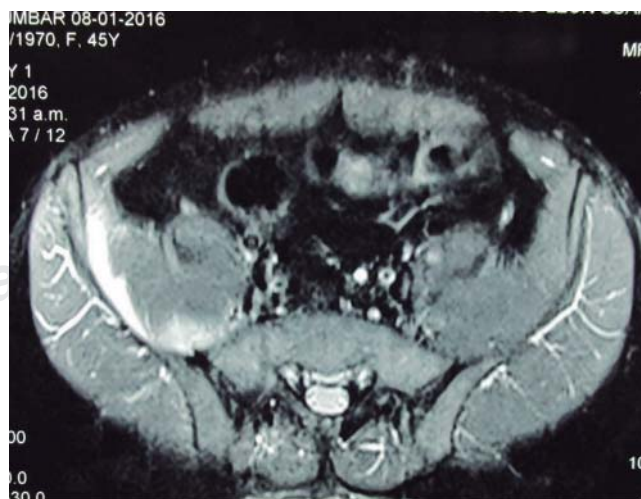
Resonancia magnética de pelvis en corte axial, ponderada en T2, mostrando ruptura parcial del músculo iliaco derecho, grado III, con sangre entre el coxal y el músculo.
